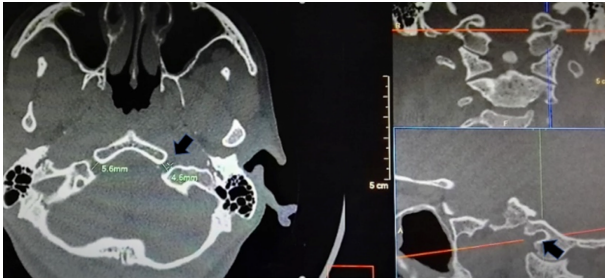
TC corte axial y corte coronal, se observa el conducto del nervio hipogloso (flecha negra) como un defecto óseo de 5 mm de diámetro a ambos lados del clivus.
